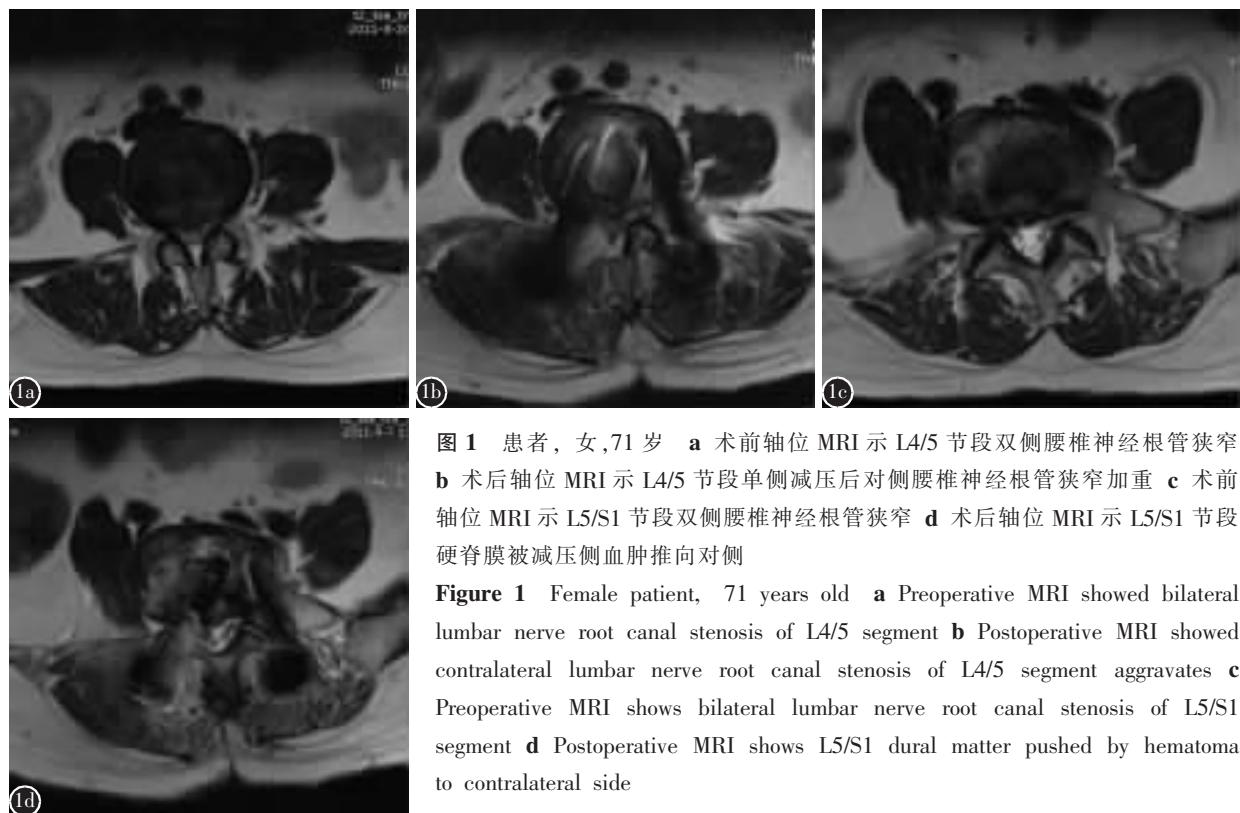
患者，女，71岁 a术前轴位MRI示L4/5节段双侧腰椎神经根管狭窄 b术后轴位MRI示L4/5节段单侧减压后对侧腰椎神经根管狭窄加重 c术前轴位MRI示L5/S1节段双侧腰椎神经根管狭窄 d术后轴位MRI示L5/S1节段硬脊膜被减压侧血肿推向对侧
